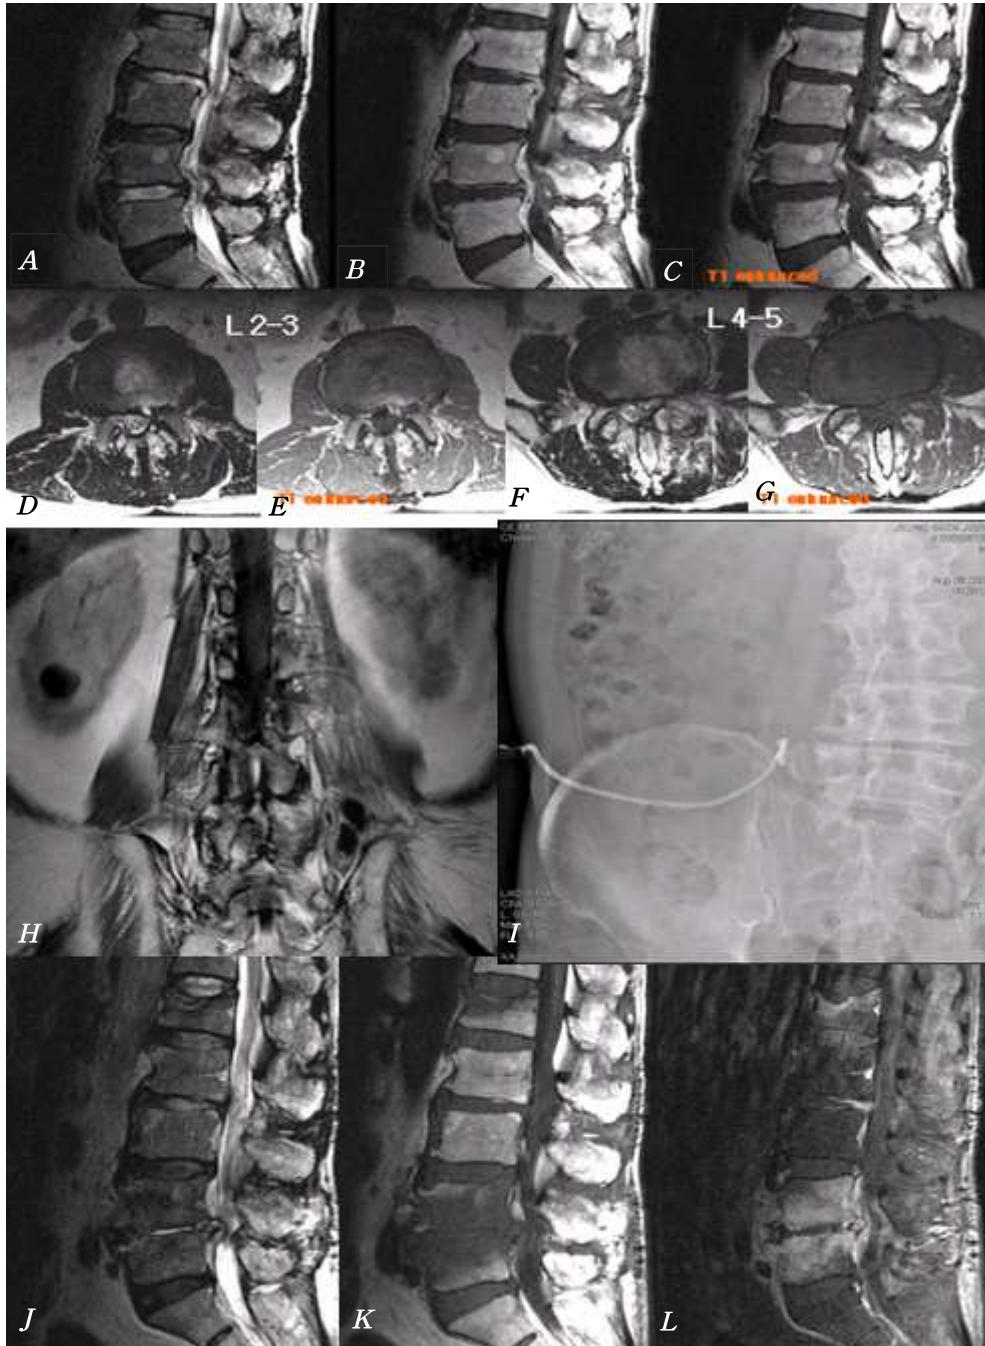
Preoperative MR image demonstrated previous discectomy and recurrent disc herniation on L2-3 and L4-5 in 67-year-old male lower back pain and left buttock pain(A,B,C,D,E). Peripheral enhanced findings on previous discectomy site are suspicious infection (C,E,G). Postoperative MR image demonstrated abscess pocket on the Left paraspinal muscle(H). Sono-guided percutaneous catheter insertion for abscess drainage (I). After 3 month later, follow up MR images demonstrated recurrent herniated disc materials removed clearly, but spondylitis developed on previous operation site (J,K,L).
